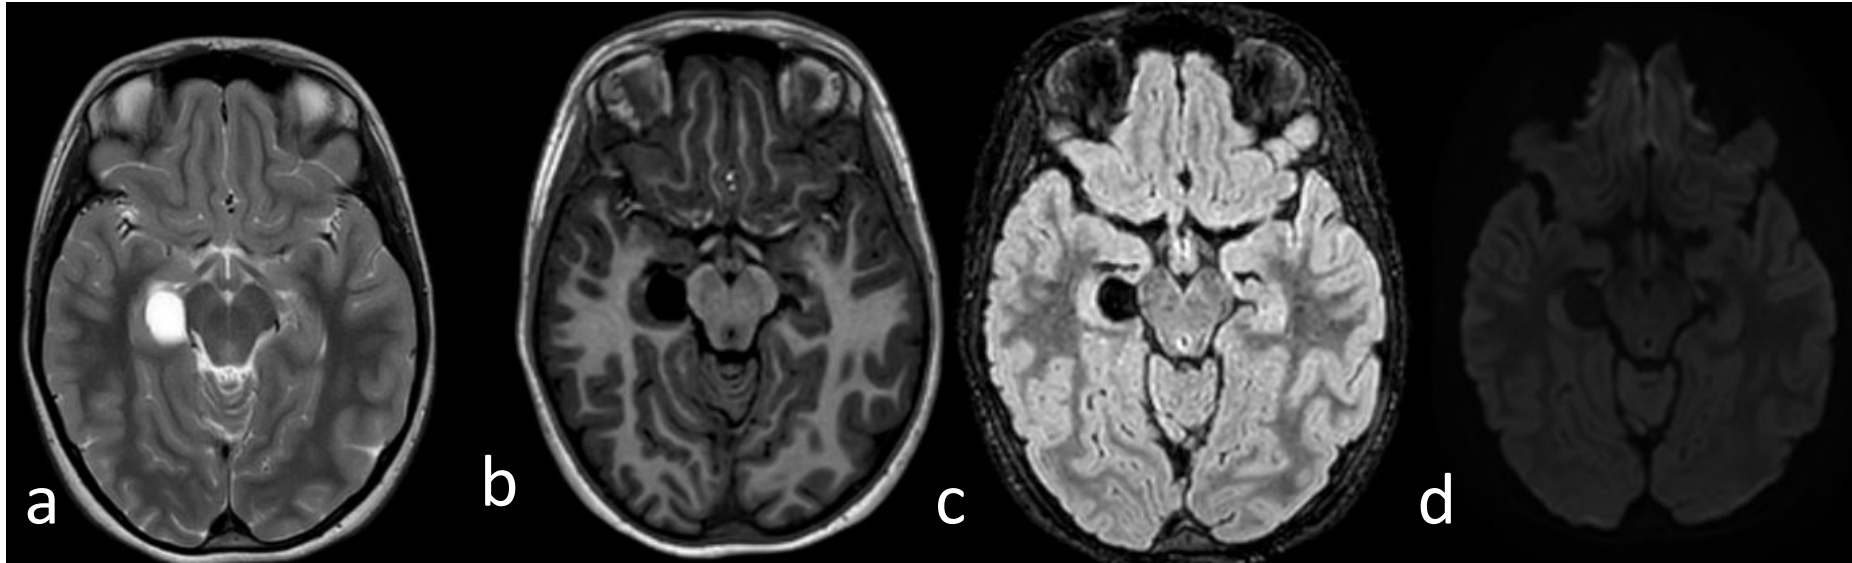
Adquisiciones axiales en secuencias T2, T1, FLAIR y DWI. Imagen quística de comportamiento similar a LCR, sin hiperintensidad FLAIR (c) ni restricción de la DWI (d), dependiente de la cisura coroidea derecha. Hallazgos en relación con quiste de la cisura coroidea.
